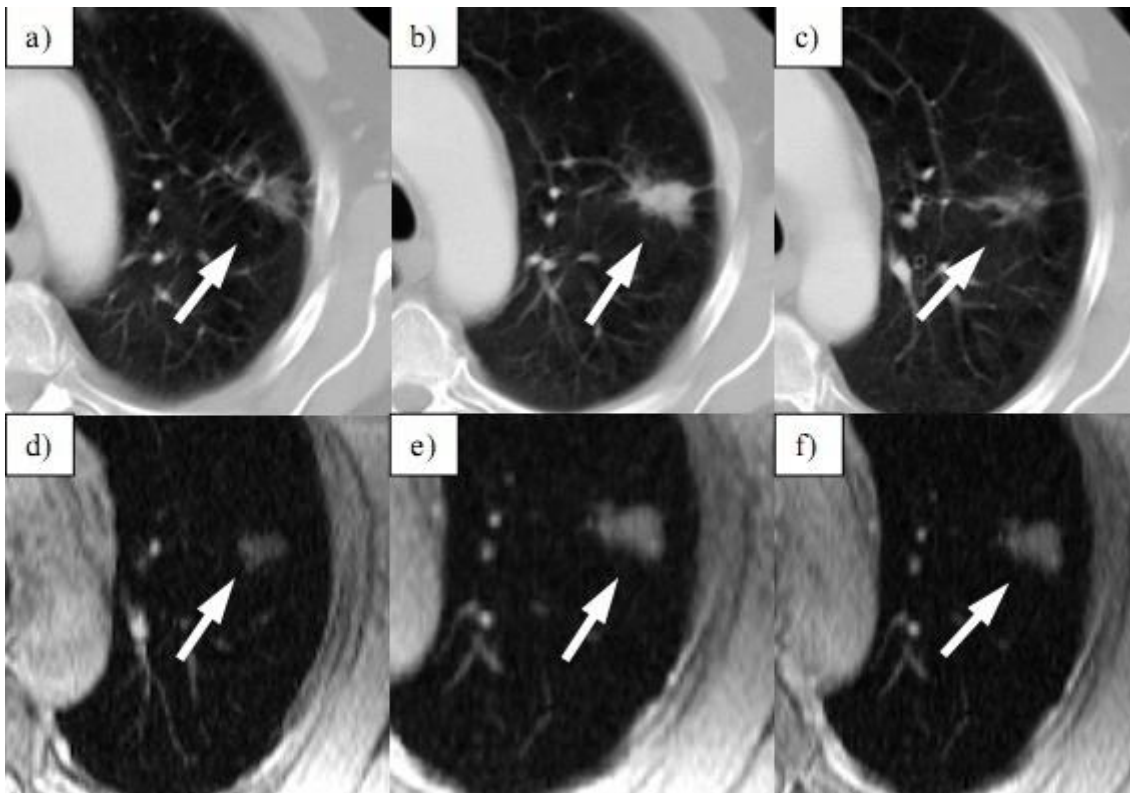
Darstellung eines Bronchialkarzinoms (Adeno-Karzinom) in verschiedenen Schnittebenen im CT (a-c) und MRT-Protonenwichtung (d-f). (44).
